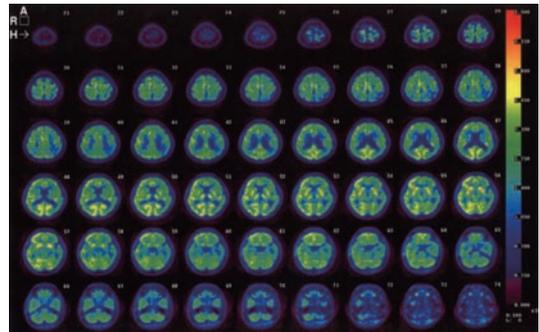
J-ADNI : AD2-baseline (FDG-PET)
